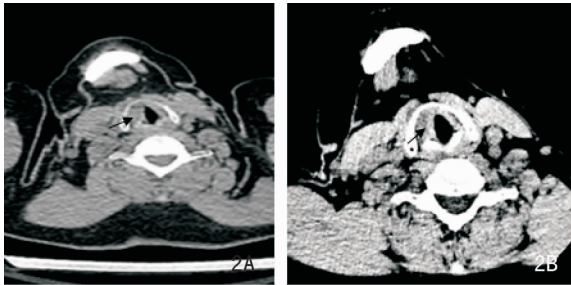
黏液表皮样癌 CT 平扫 + 增强可见双侧声带不对称,右侧声带弥漫性增厚,喉旁间隙尚清晰,周围骨质无破坏;增强示右侧声带弥漫性增厚强化
